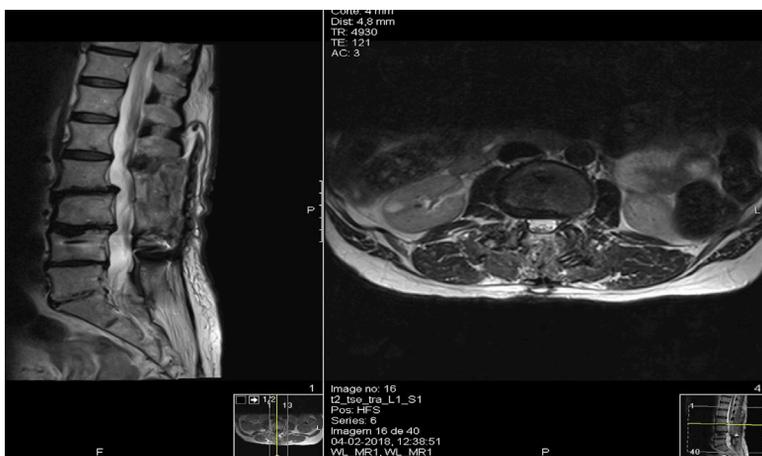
Estudo por Ressonância magnética que revela um síndrome juncional com espondilolistese e estenose vertebral L2-L3 em doente com perda da lordose com artrodese lombar prévia
